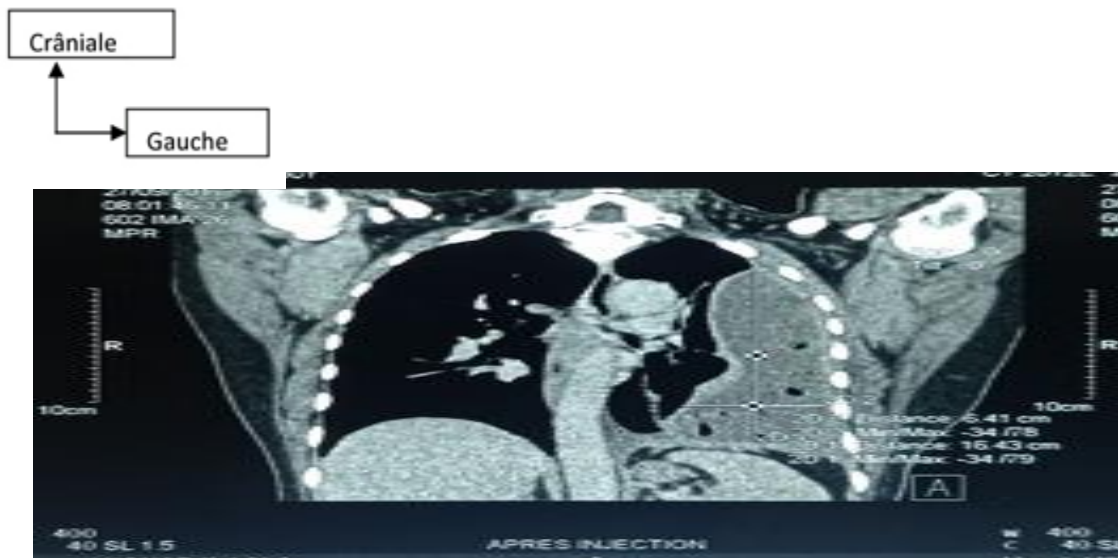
TDM thoracique montrant l'empyème collecté en coupe frontale
